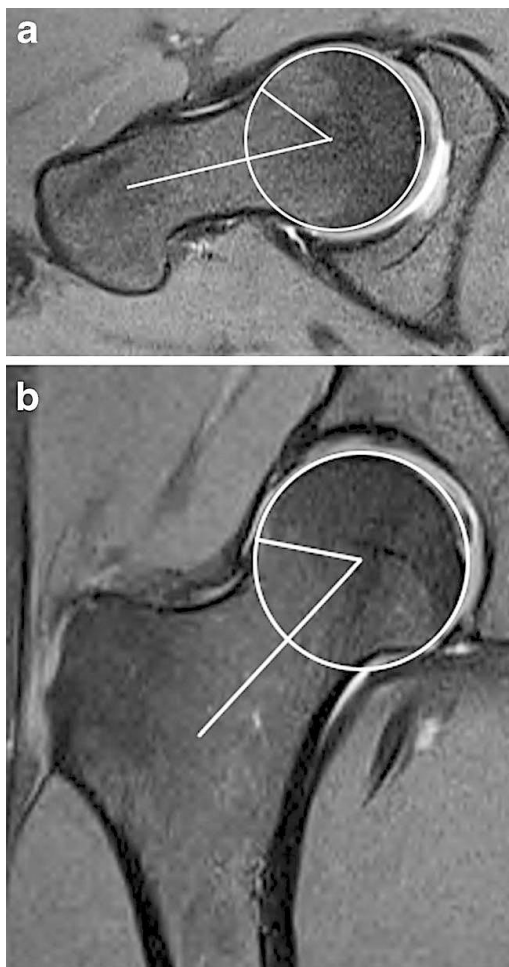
а. косо-аксиальная МРТ-проекция, передний альфа-угол; б. коронарная проекция МРТ, верхний альфа-угол. Альфа-угол-это угол между линией вдоль центра шейки бедренной кости и линией, соединяющей центр головки бедренной кости с точкой, где шейка бедренной кости встречается с окружностью головки бедренной кости. Это место представляет собой соединение бедренной головки с шейкой. Цит. с адаптацией по [25].
